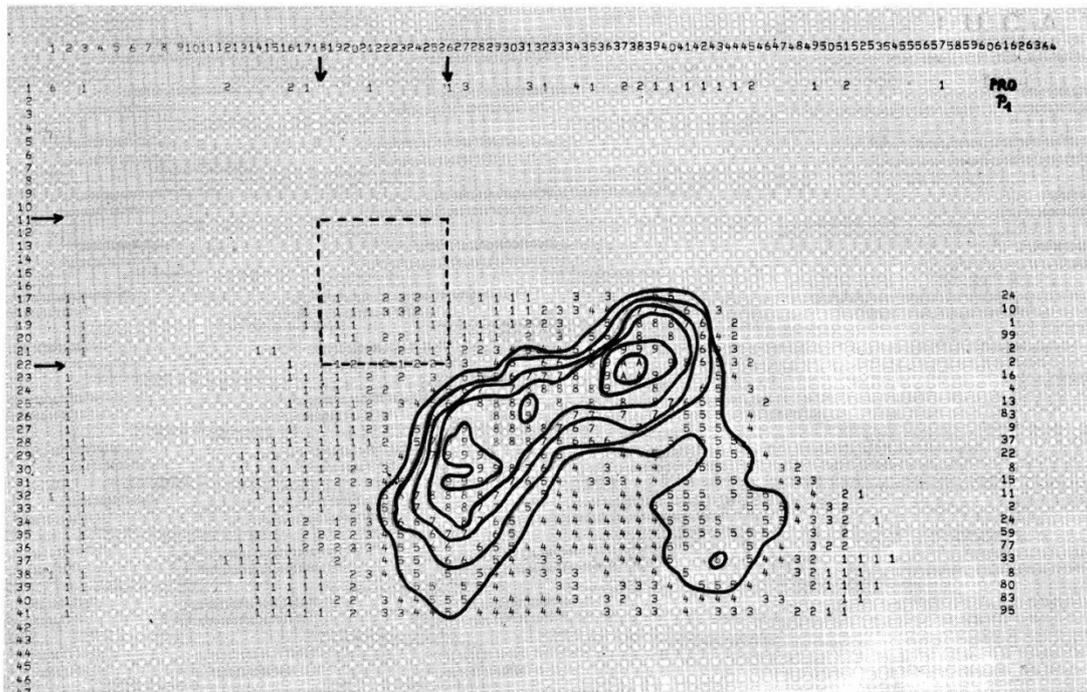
Moyennage non itéré avec 8 points voisins des valeurs scintigraphiques pancréatiques obtenues après soustraction. Le rectangle limité par les tirets est la zone à partir de laquelle on a calculé le coefficient de soustraction. Les lignes d'isolissage ont été tracées manuellement. La probabilité  $P_1$ , calculée ligne à ligne, est indiquée sur le bord droit du tableau.
